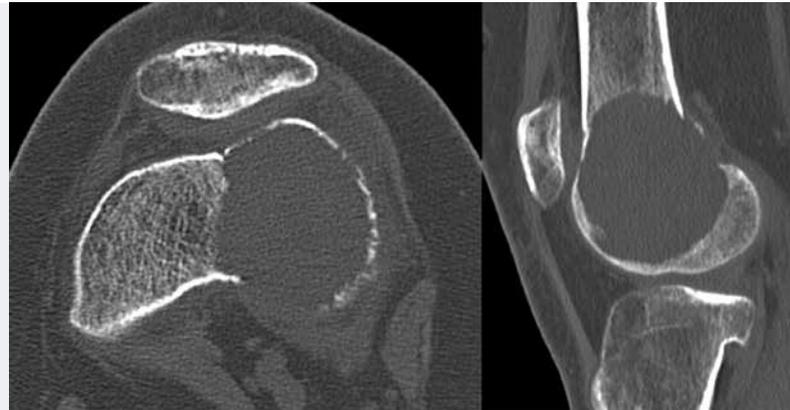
Die CT-Darstellung zeigt die Durchbrechung der Kortikalis ventral und dorsal durch den Riesenzelltumor.
